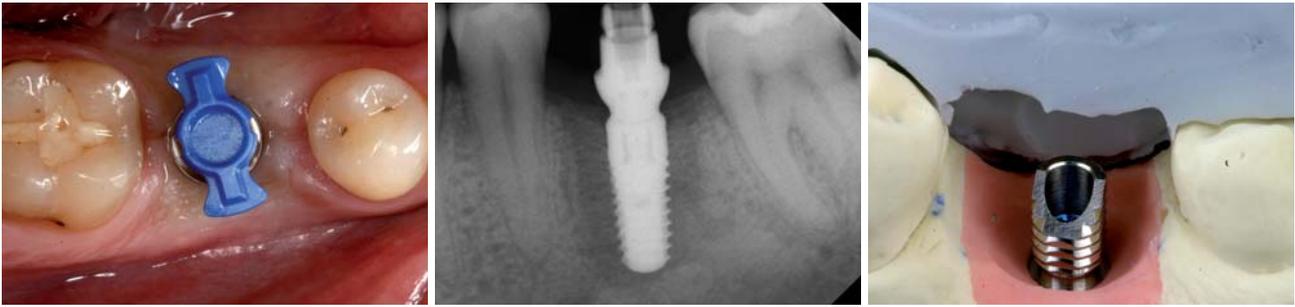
Abdruckpfosten für die SKY esthetic line. – Abb. 2: Röntgenkontrollaufnahme nach Insertion. – Abb. 3: SKY Elegance Titanbasis für Herstellung einer individuellen Abutmentkrone durch Überpressen.
